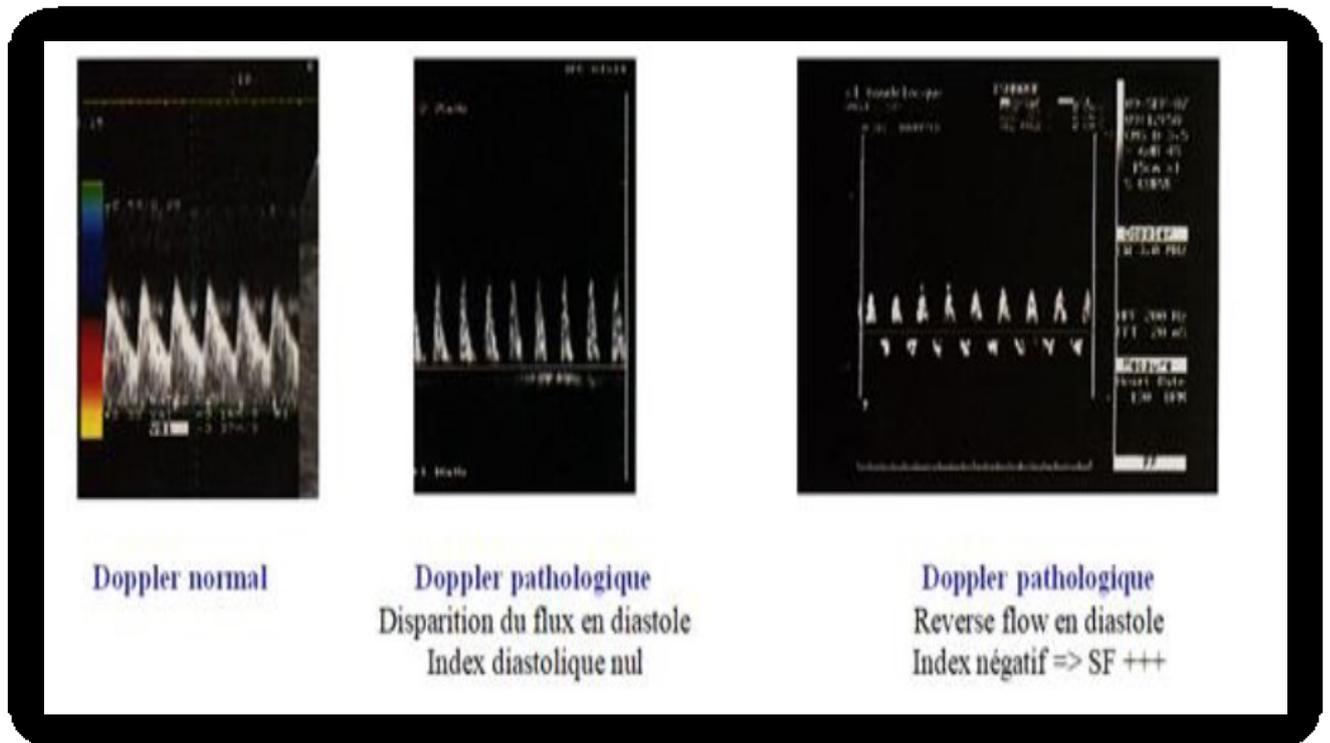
doppler ombilical[72]
